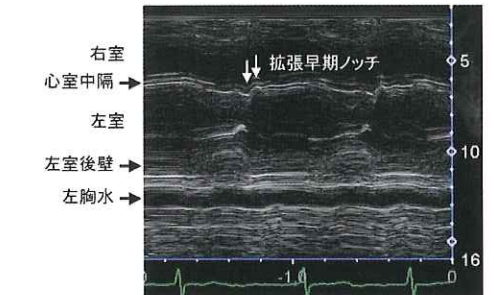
拡張早期ノッチを有するMモード心エコー図
